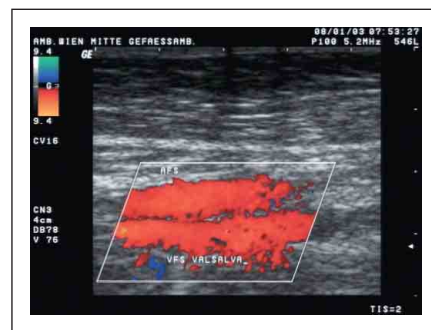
Postthrombotisches Syndrom im Farbdoppler; bei Provokationsmanöver Flußumkehr in der V. fem. sup. und somit gleiche Farbkodierung der Vene wie der begleitenden Arterie
